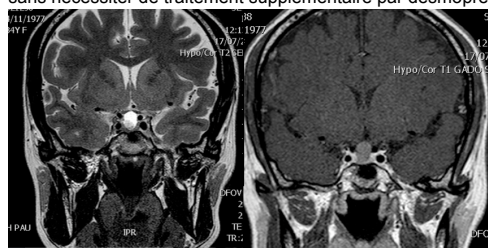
IRM hypophysaire en T2 à gauche et T1 à droite montrant un aspect de KPR rompu
